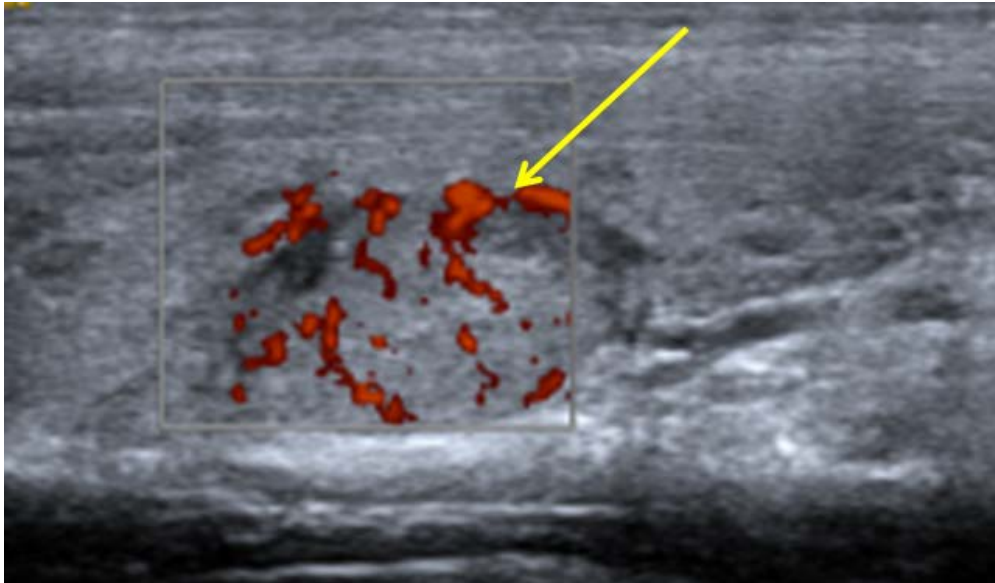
Estudio con Doppler energía. Nódulo con distribución de los vasos intranódulo rectos desde la periferia al centro. Nódulo adenomatoide.
